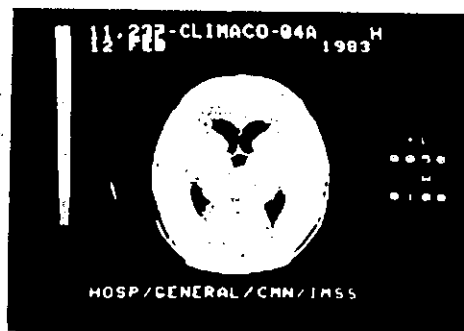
Tomografía preoperatoria que muestra una lesión hiperdensa a nivel del área pineal. El reporte histopatológico final fué de Meningioma.
